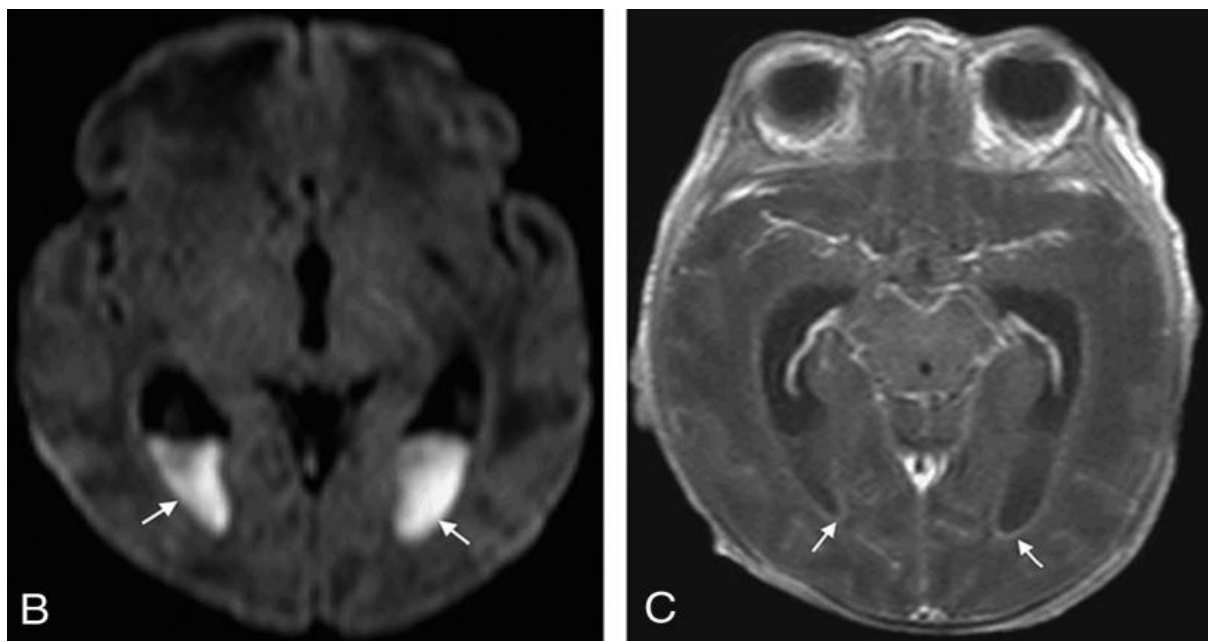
coupe axiale d'une IRM (image B en séquence T1 et image C en T2) montrant la présence de débris intraventriculaires faisant évoquer une ventriculite chez un nouveau-né de 19 jours [Iconographie du service de néonatalogie et réanimation néonatale CHU Mohammed VI].
